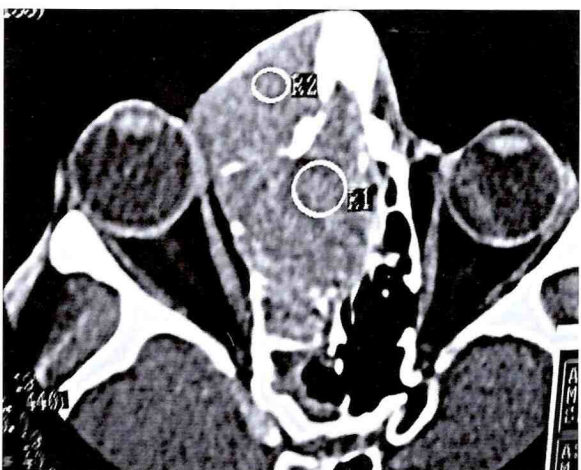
TC corte axial (janela para partes moles). Caso 2. Lesão tumoral expansiva.
